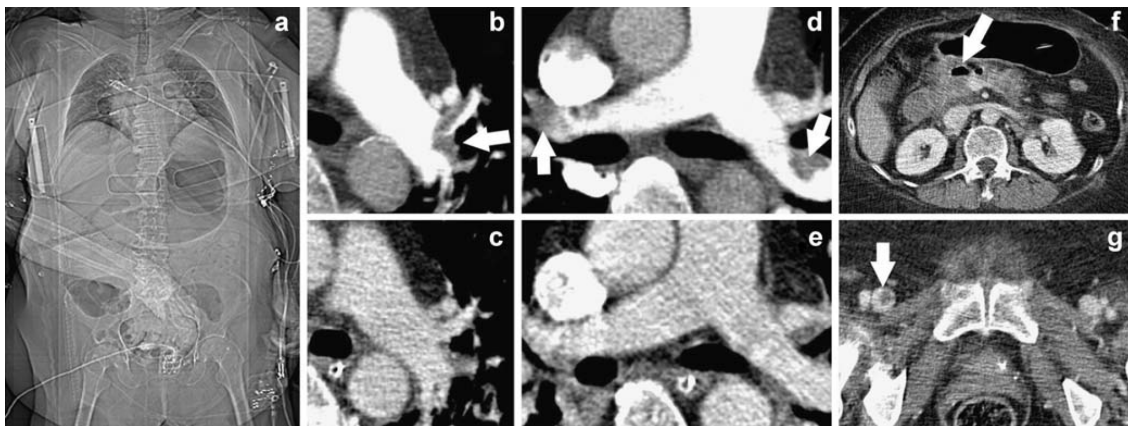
CT während der Reanimation einer 62-jährigen Patientin. Die Kompressionseinheit wurde für jede CT-Datenaquisition abgenommen da die Patientin zu adipös war, um mit komplettem LUCAS-Kompressionssystem in die Öffnung des CT-Gantry zu passen. (a) Topogramm zur Planung der thorakalen-, abdominalen- und pelvinalen CT-Serien, (b, d) das Lumen obstruierende Emboli in Lobararterien beider Lungen (Pfeile, 50s Delay). (c, e) Bestätigung der erfolgreichen Fibrinolyse in thorakaler Kontrollaufnahme nach Rückkehr der spontanen Blutzirkulation. Bemerkenswert ist die unterschiedliche Kontrastmittelverteilung obwohl alle Parameter mit denen der ersten Aufnahmen (b, d) übereinstimmen. Venöse Phase, 210 s Delay: (f) freie peripancratische Luft umgeben von kleinen Gebieten mit Kontrastmittel (Pfeil). (g) Thrombose der rechten tiefen Femoralvene (Pfeil). Quelle: [61].
